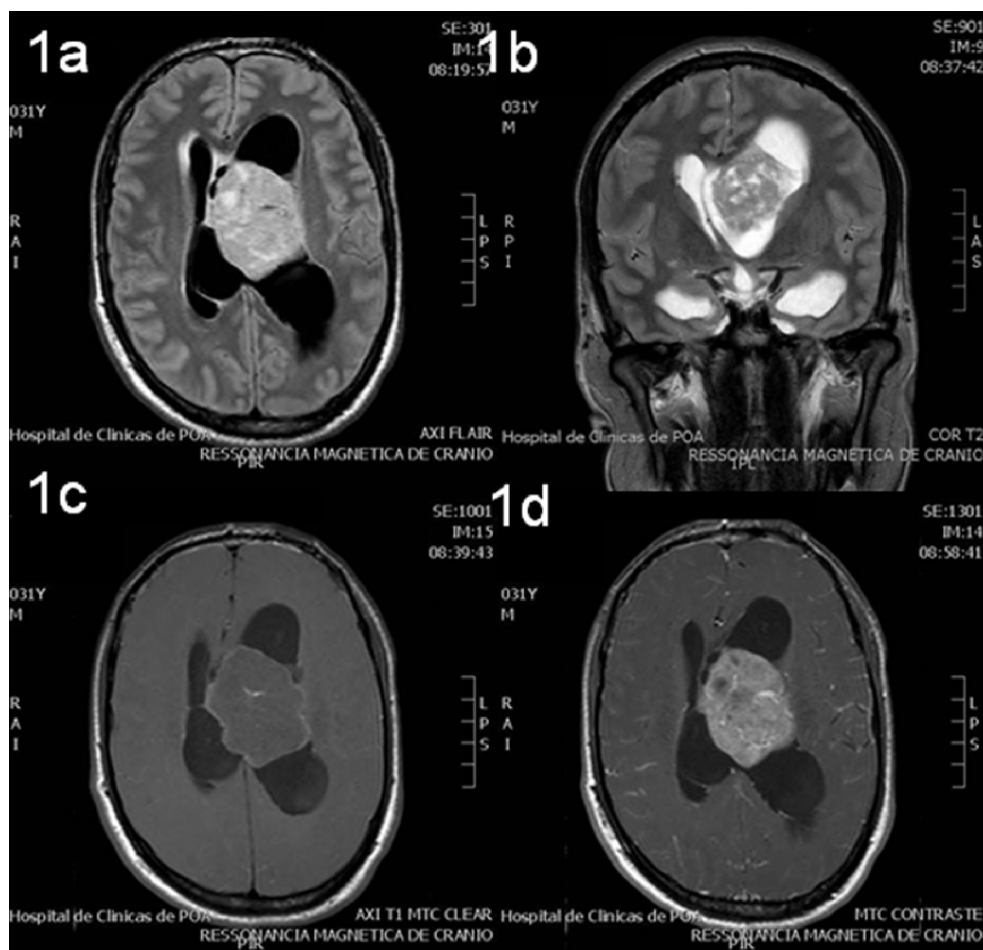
1a) Ressonância magnética (corte axial) ponderada em FLAIR, evidenciando a lesão hiperintensa intraventricular, com aumento dos ventrículos laterais, especialmente o esquerdo, e edema transependimário. 1b) Corte axial ponderado em T2. 1c) Corte axial ponderado em T1, sem uso de contraste endovenoso, mostrando a lesão hipointensa. 1d) Corte axial ponderado em T1, com uso de gadolínio endovenoso, evidenciando a lesão intraventricular com realce heterogêneo.
